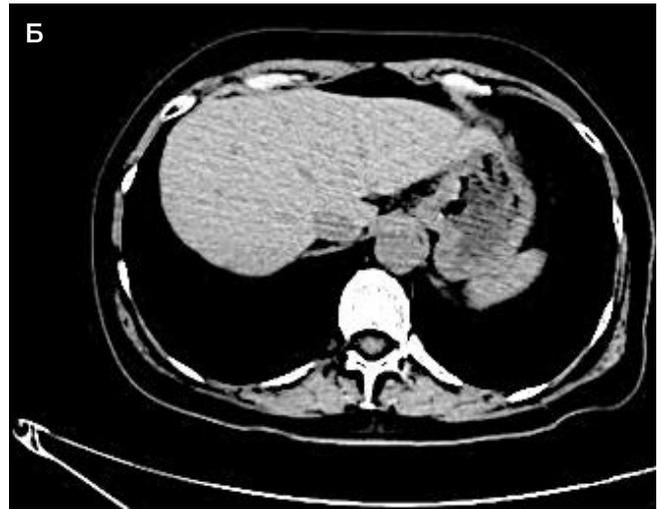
А, Б. Компьютерная томография брюшной полости от 04.05.2022. В обеих долях множественные метастатические очаги до 2,6 см, неравномерно накапливают контраст (без динамики с декабря 2021 г.)
